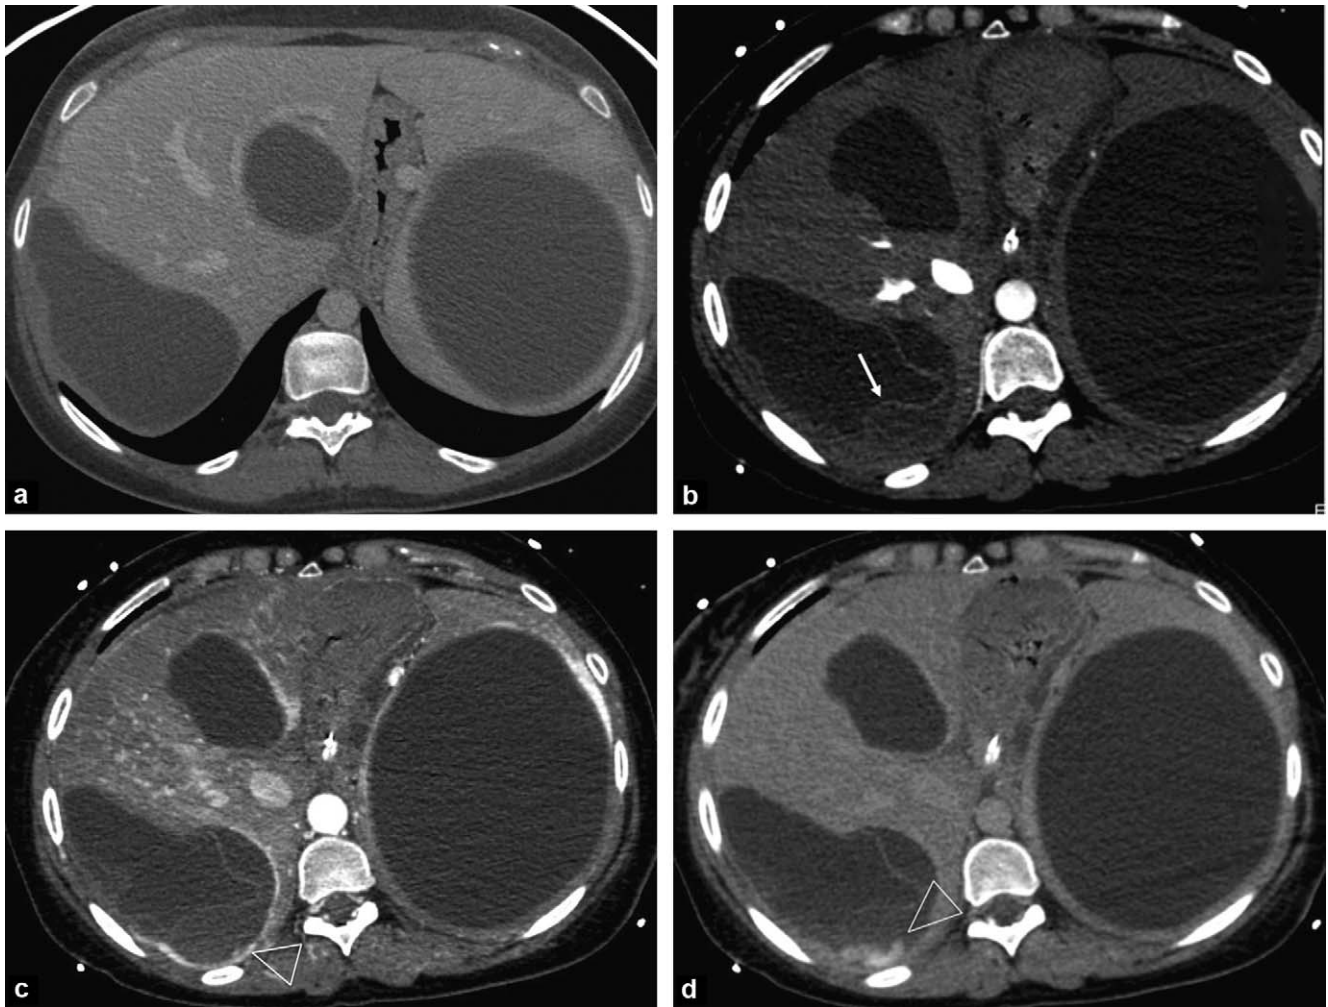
Scanner. a : scanner initial, après injection, phase de post-équilibre précoce. Coupe axiale TDM : kyste hydatique du segment VII de type 1 ; b : scanner réalisé au décours de l'état de choc. Coupe axiale TDM, phase artérielle : décollement de la membrane de la lésion kystique du segment VII ; c : foyer hémorragique du périkyte (tête de flèche) ; d : extravasation de produit de contraste à la phase portale signant l'effraction vasculaire (tête de flèche).
